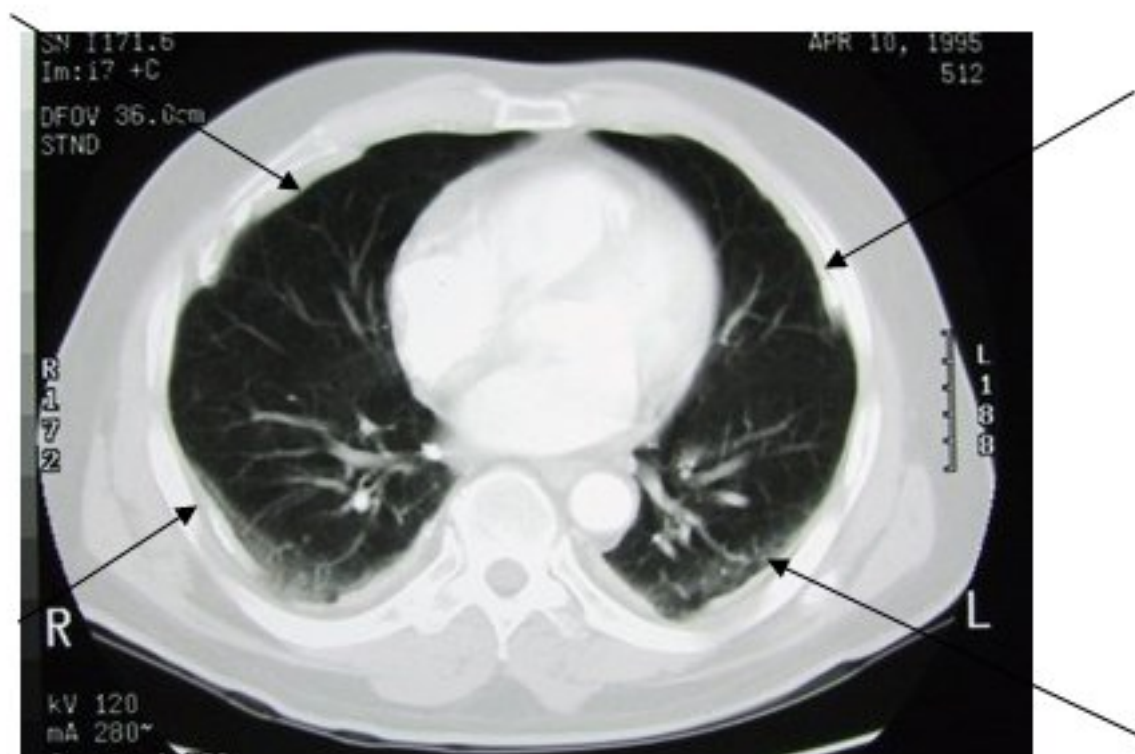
Tomografia computadorizada (TC) do tórax mostrando vários exemplos de espessamento pleural, a maioria com calcificação (setas)
